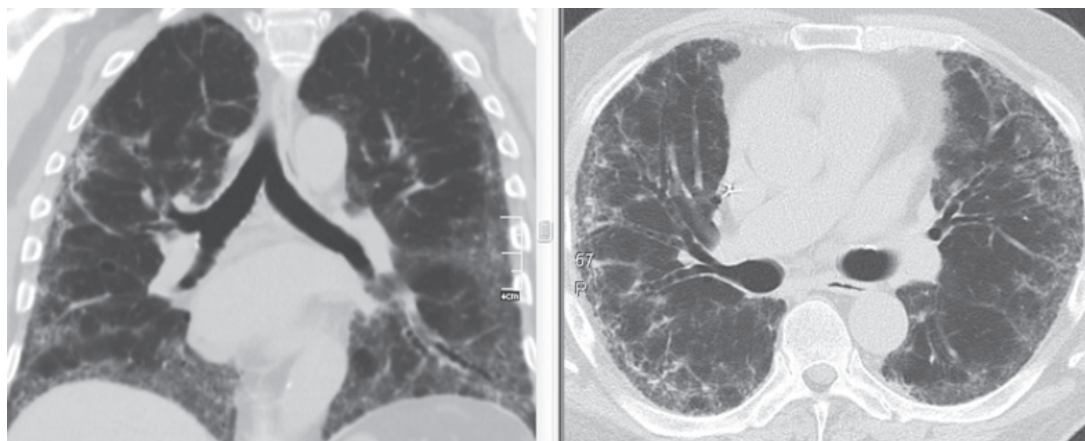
КТ хворого Д., 64 років. КТ-патерн можливої ЗІП: переважає субплевральна та базальна локалізація, спостерігаються ретикулярні зміни при відсутності ознак невідповідності ЗІП-патерну, однак відсутня стільниковість. Для верифікації діагнозу пацієнту необхідно проведення біопсії легені.
